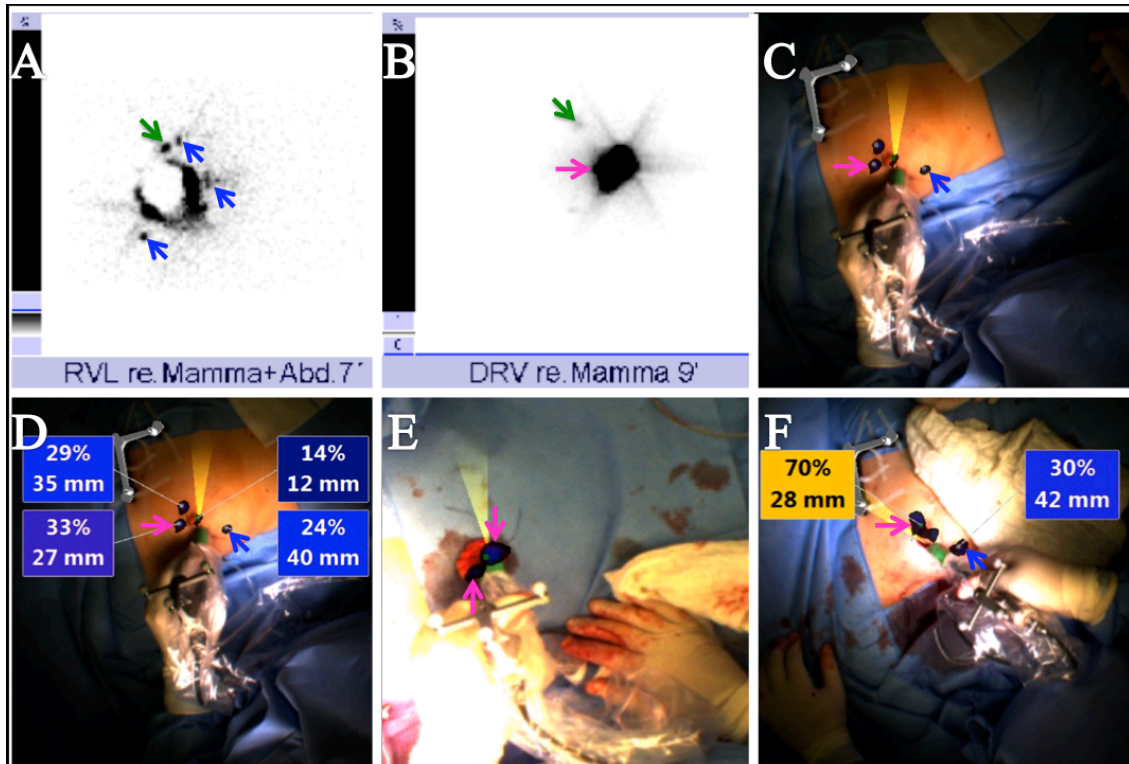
Fehlgelagertes WGL- und iROLL-Verfahren bei Pat. 4; (A) In der frontalen, szintigraphischen Frühaufnahme mit Bleiabdeckung war der SLN (grüner Pfeil) schwierig von Kontaminationen (blaue Pfeile bei 1, 3, 7 Uhr) zu unterscheiden. (B) Szintigraphische Seitenaufnahmen erlaubten die klare Identifizierung des SLN (grüner Pfeil). Die periareolären und intratumoralen Tracerdepots waren szintigraphisch nicht zu unterscheiden (rosa Pfeil). (C) Der Präzisionsscan ermöglichte keine Diskriminierung des intratumoralen und der periareolären Tracerdepots (rosa Pfeil). Der blaue Pfeil zeigt hier auf die Kontamination bei 7 Uhr. Bei den 2 nicht hervorgehobenen Depots handelt es sich um Kontaminationen oder periareoläre Traceranteile. (D) Die %-Angaben-Funktion der fhSPECT führte ebenfalls zu keiner separaten Identifizierung des Tumorherds. Durch Drahtdislokation scheiterte neben iROLL auch die WGL zur Primärlokalisation. Die Tumorentfernung erfolgte als Segmentresektion anhand der Daten der präoperativen Bildgebung (Sonographie, Mammographie). (E) Die zwei Tracerdepots (rosa Pfeile) im Resektat-Scan verdeutlichen die nahe Lage des Tumors und der mitresezierten periareolären Injektionsstelle. (F) Der Verbleib von Radioaktivität im ehemaligen Tumorbett konnte durch die unmittelbare Nähe zu den periareolären Injektionen (rosa Pfeil) und Kontaminationen (blauer Pfeil) intraoperativ nicht abschließend geklärt werden.
